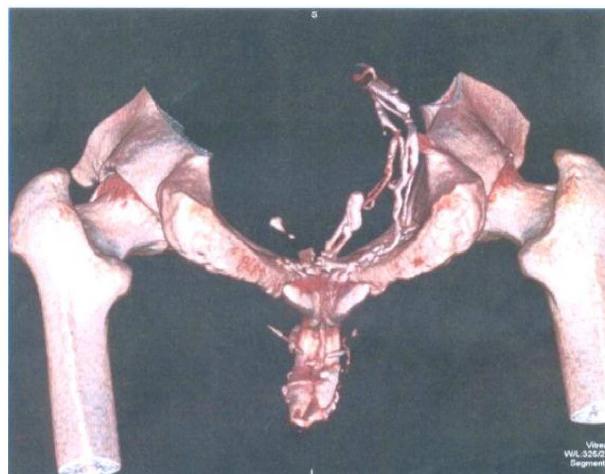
Кавернозография под контролем МСКТ.
